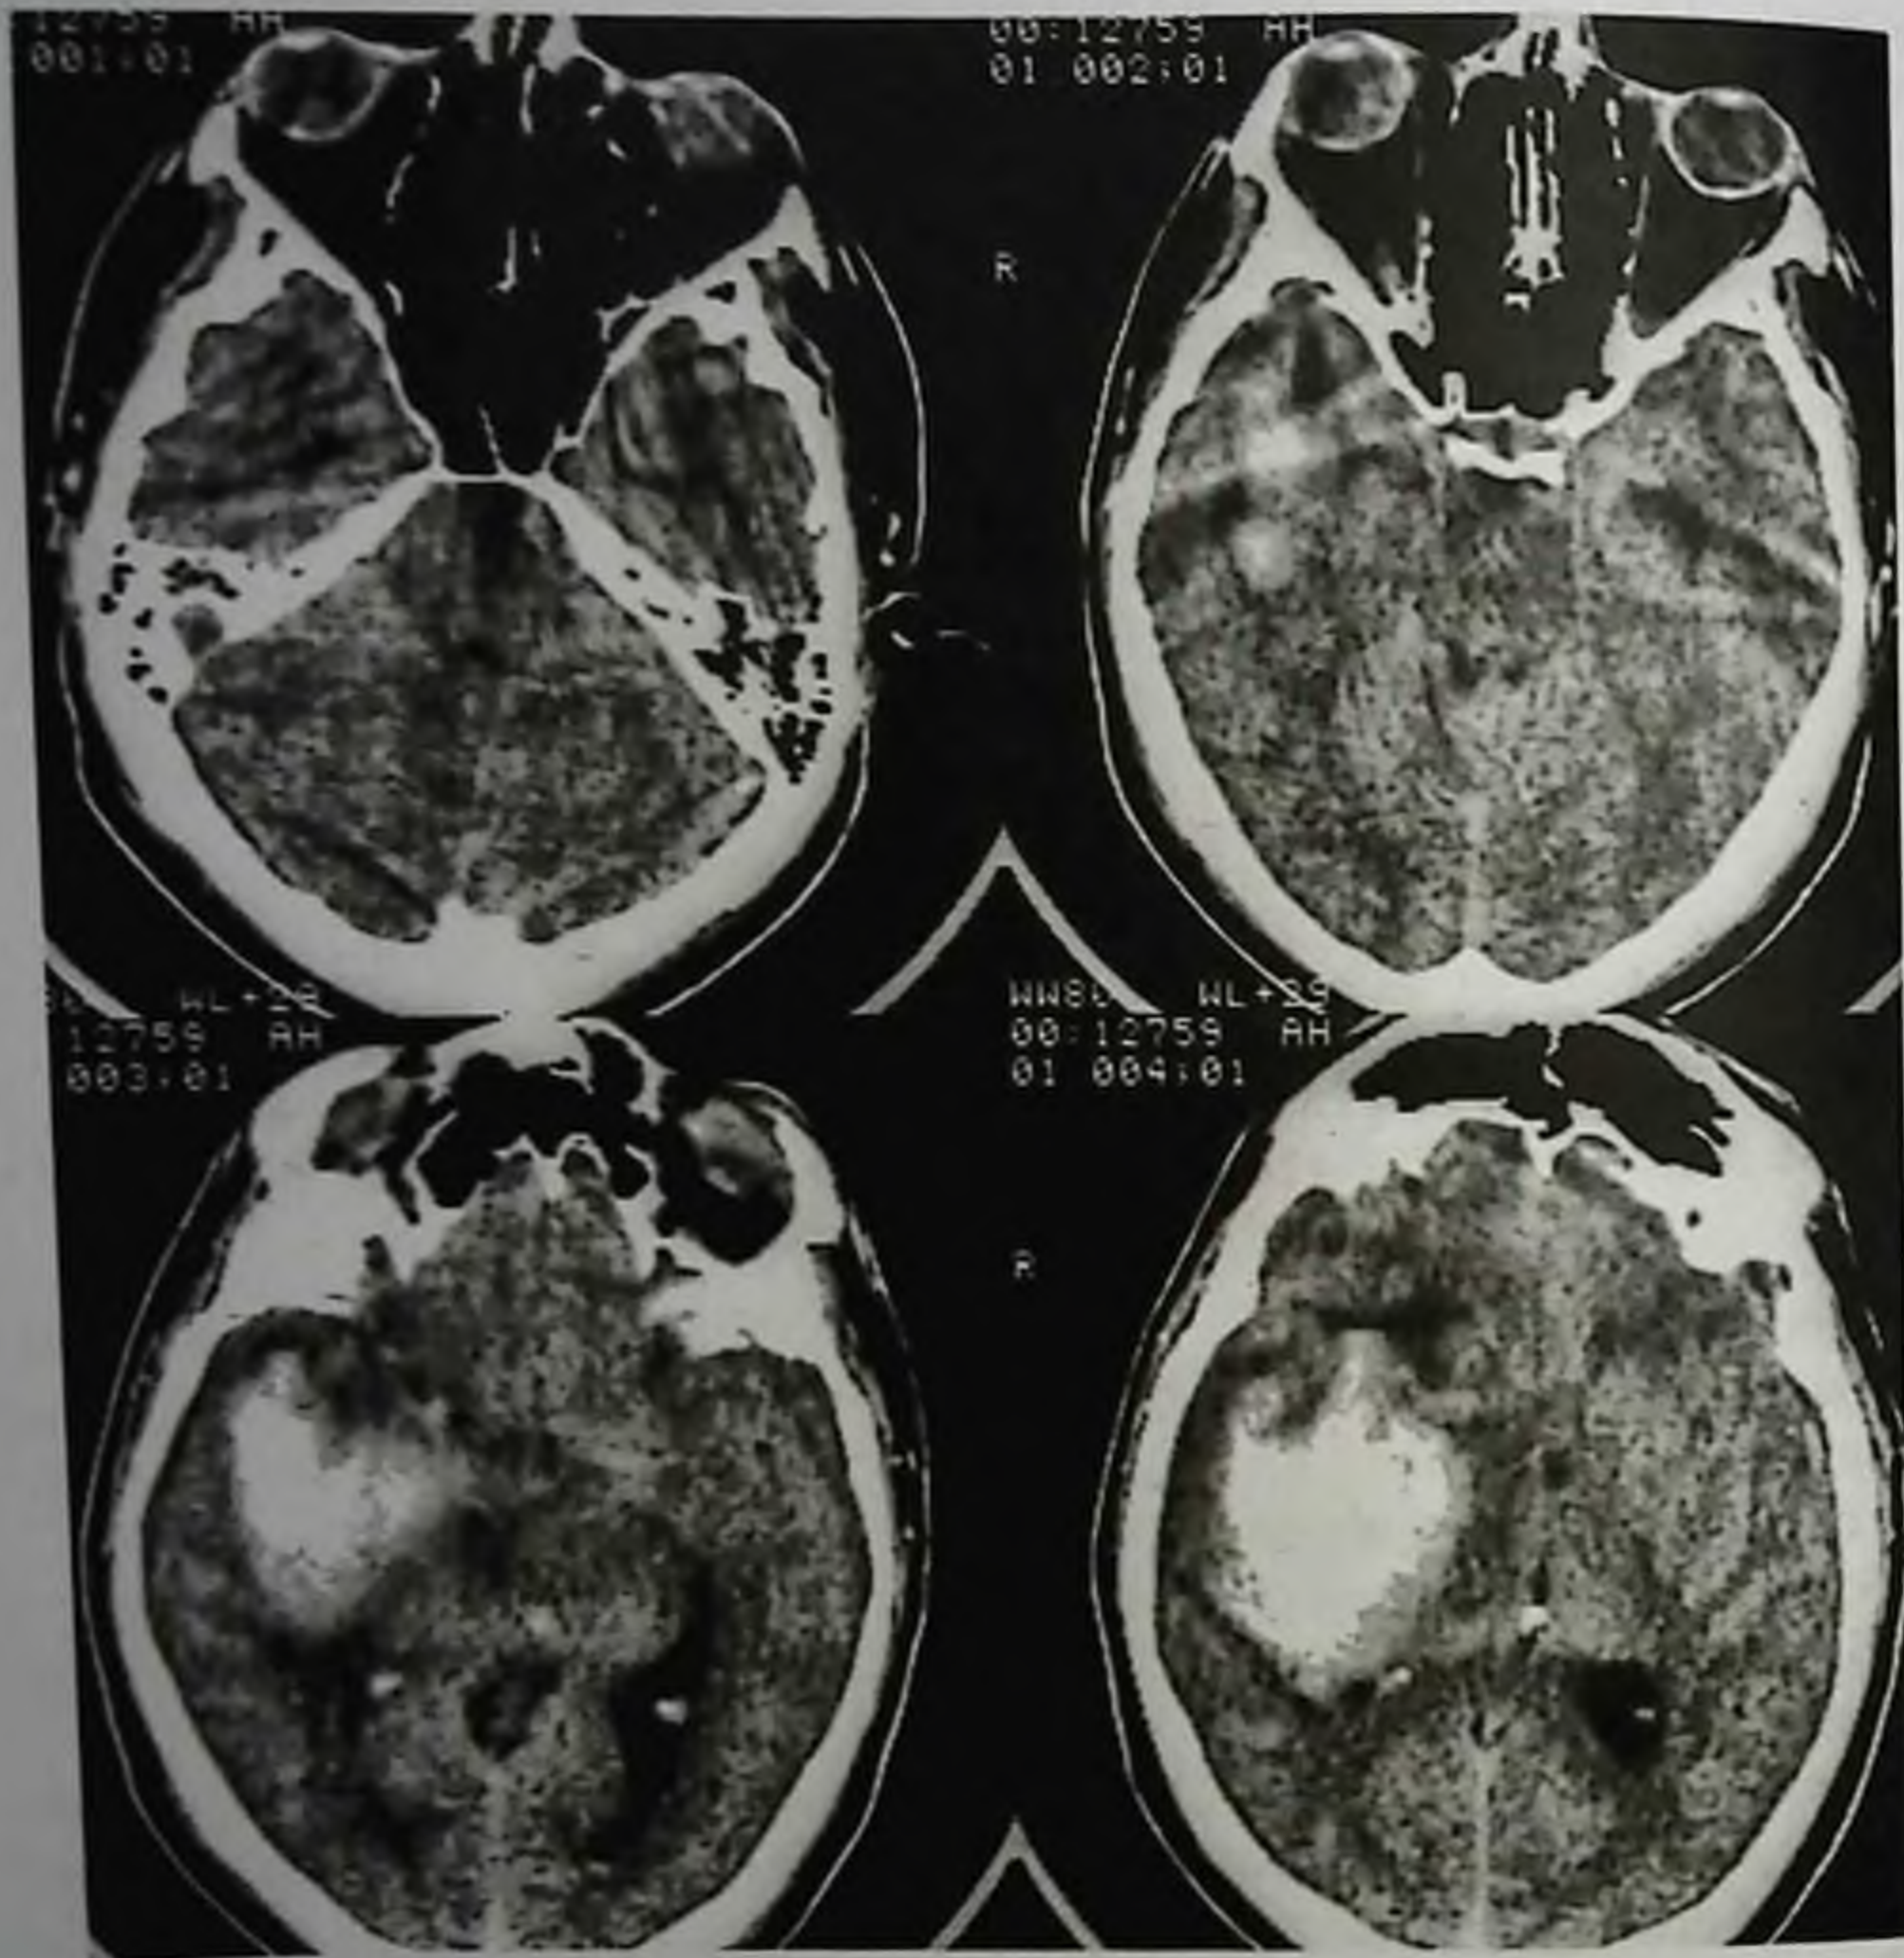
Острая внутримозговая гематома правой височной доли. Компьютерная томограмма
